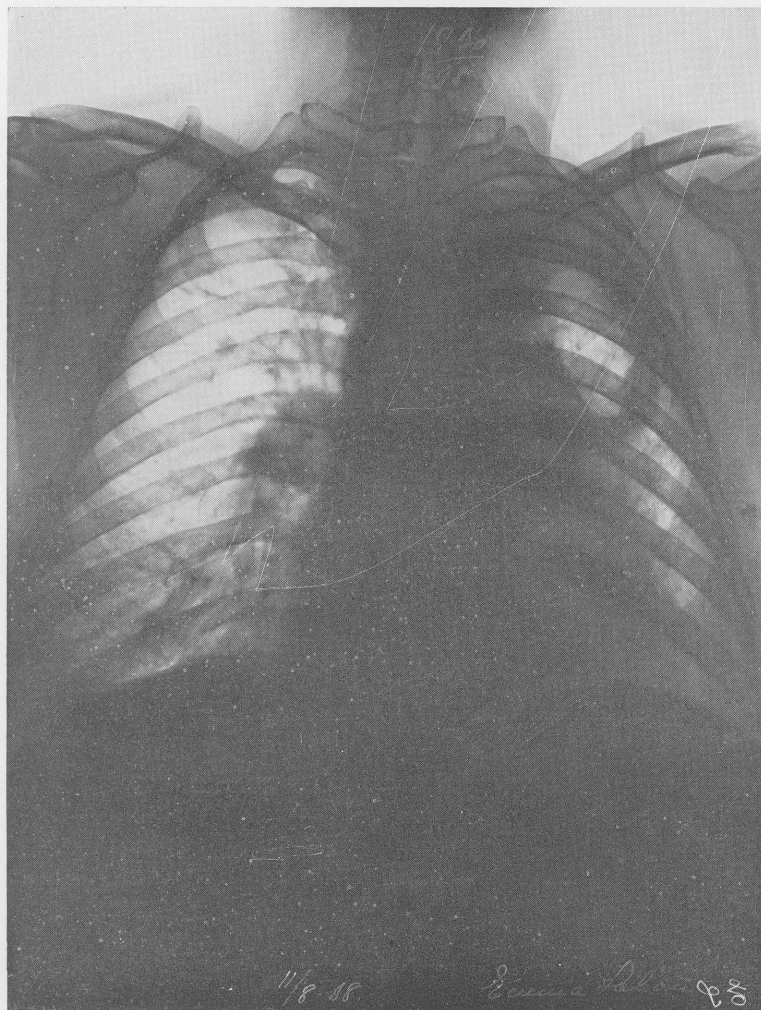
Röntgenfoto av patienten på fig 4. Ensidig, kavernös lungtuberkulos.
